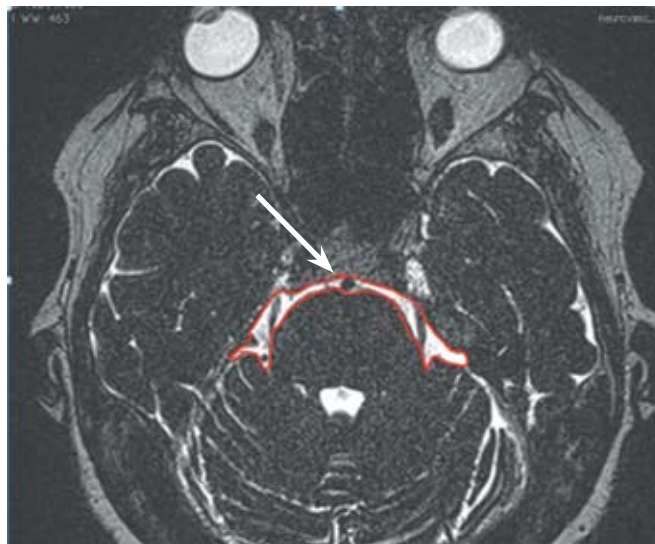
МРТ больной К. Узкая понтомезенцефальная цистерна.
